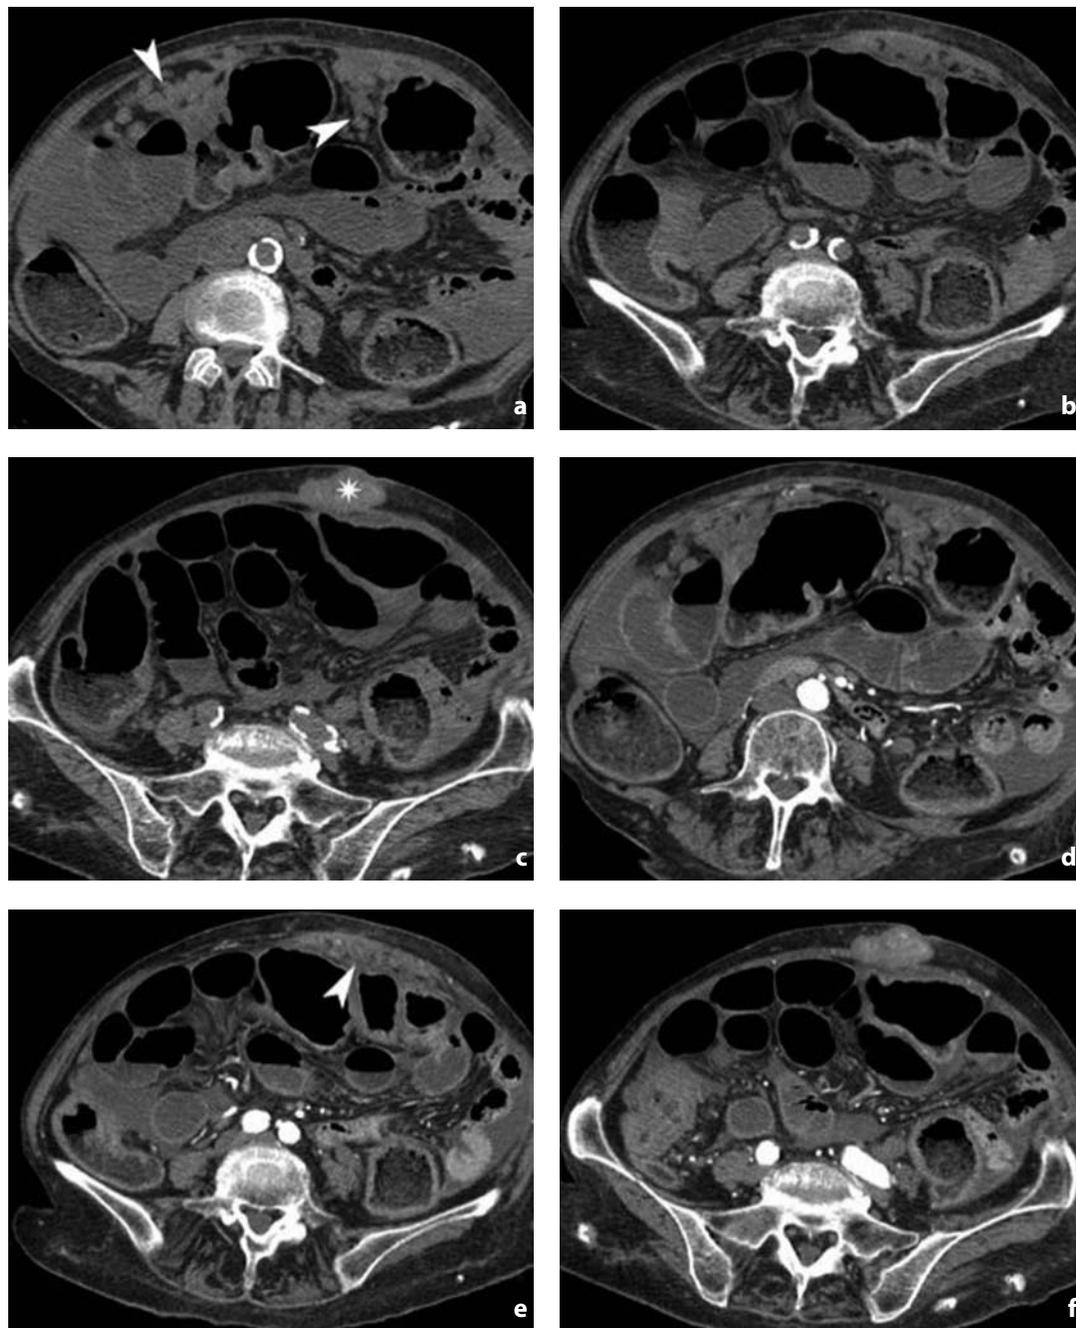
Tomografia computerizzata. Carcinosi peritoneale. a-c TC eseguita senza mdc: multipli noduli solidi (punte di freccia) nel grande omento e, in sede ombelicale, nodulo di Sister Mary Josef (asterisco). d-f Dopo mdc tali noduli mostrano marcato enhancement; si associa ascite
